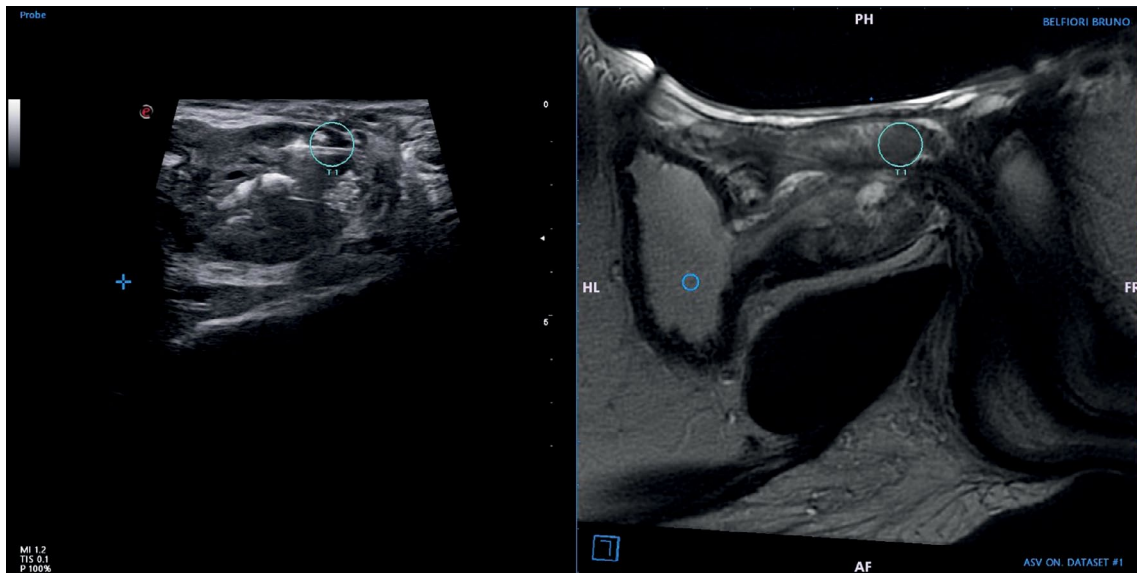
前列腺融合活检结合磁共振成像和经直肠超声检查。对图像（本例中为 T2 加权图像）上确定的前列腺和病灶进行分割。在手术过程中，对前列腺进行了二维经直肠超声检查。图像以半自动模式生成，可以相互组合和叠加。结合这两幅图像，泌尿科医生就能在实时超声引导下确定活检病灶的位置。
